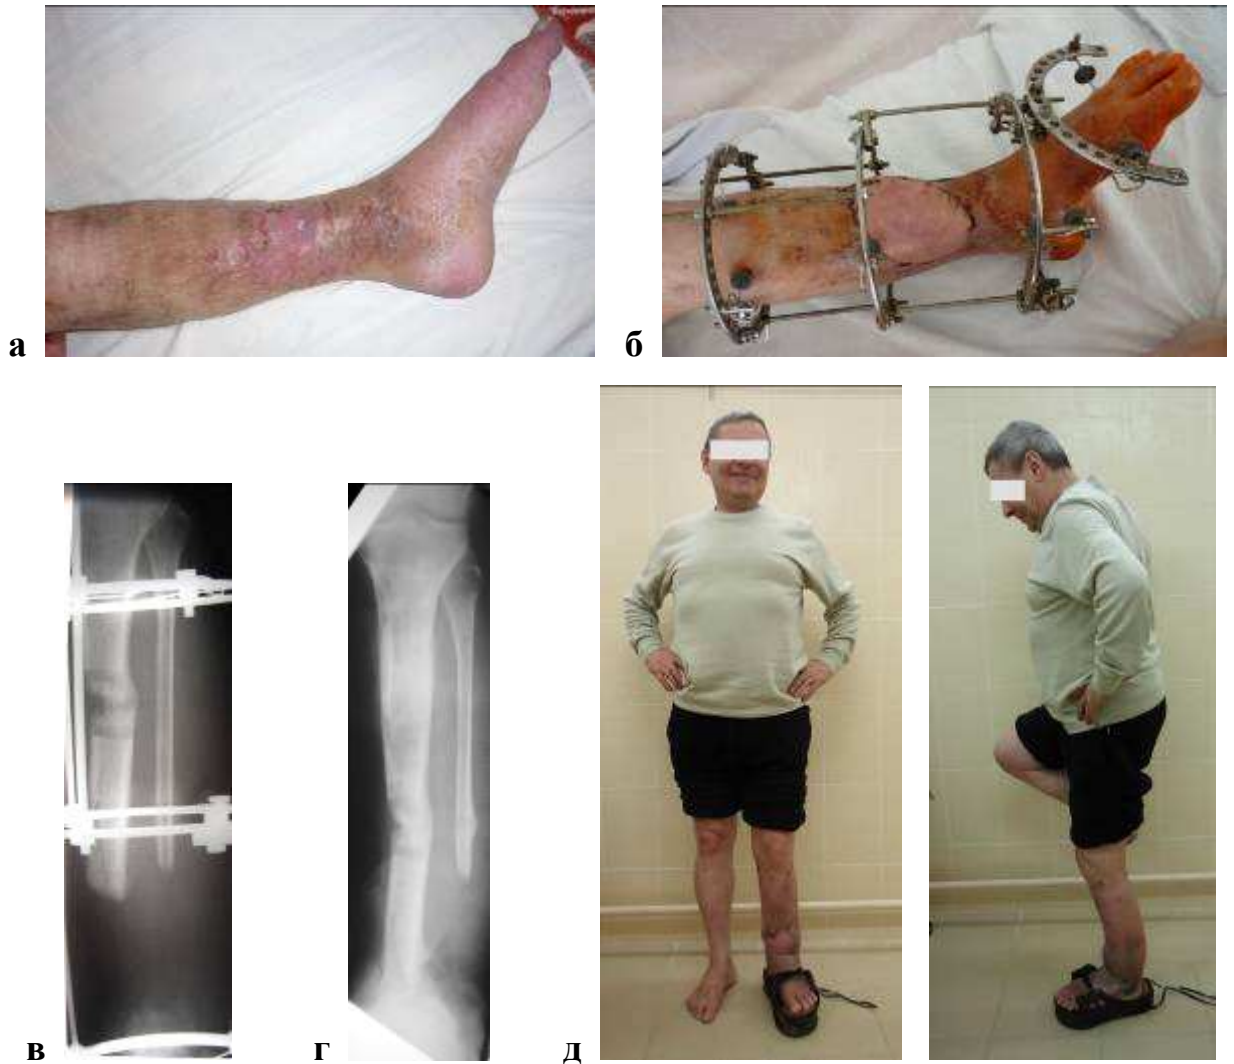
Внешние виды и рентгенограммы больного 53 лет (II лечебно-тактический подход). Диагноз: отсутствие дистальной трети обеих костей левой голени (последствия неудачной попытки субхондральной резекции и костной аллопластики адамантиномы дистального метаэпифиза левой большеберцовой кости), гипопластический дистракционный регенерат верхней трети левой большеберцовой кости; хронический послеоперационный остеомиелит костей левой голени; рубцовая деформация мягких тканей области левого голеностопного сустава и нижней трети левой голени.
